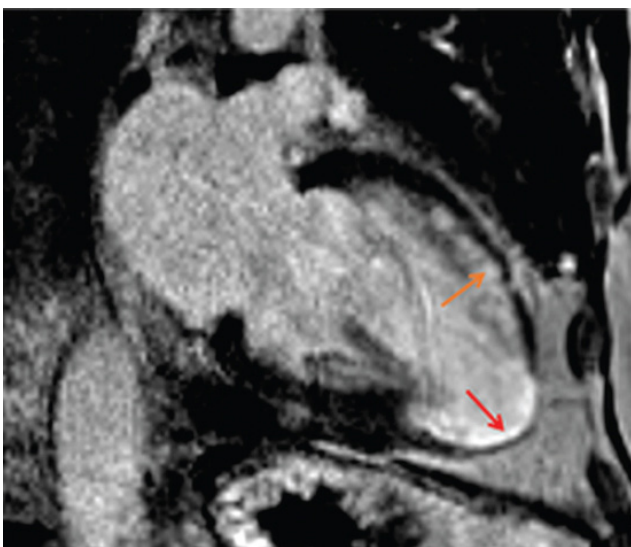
Myocardial Infarct on Late Gadolinium Enhancement Cardiac MRI. Two-chamber late gadolinium-enhanced (LGE) image demonstrates subendocardial hyperintensity at the mid-to-apical anterior wall (orange arrow) and transmural enhancement at the apex (red arrow) in keeping with an infarct.
